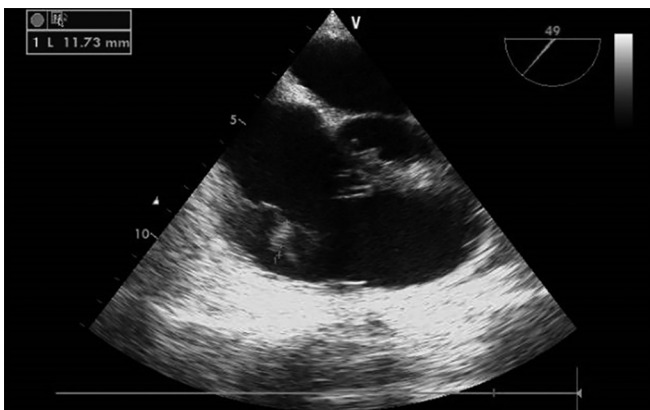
Ecocardiografia transefagica demonstrando vegetação de 11,73mm na válvula tricúspide.
